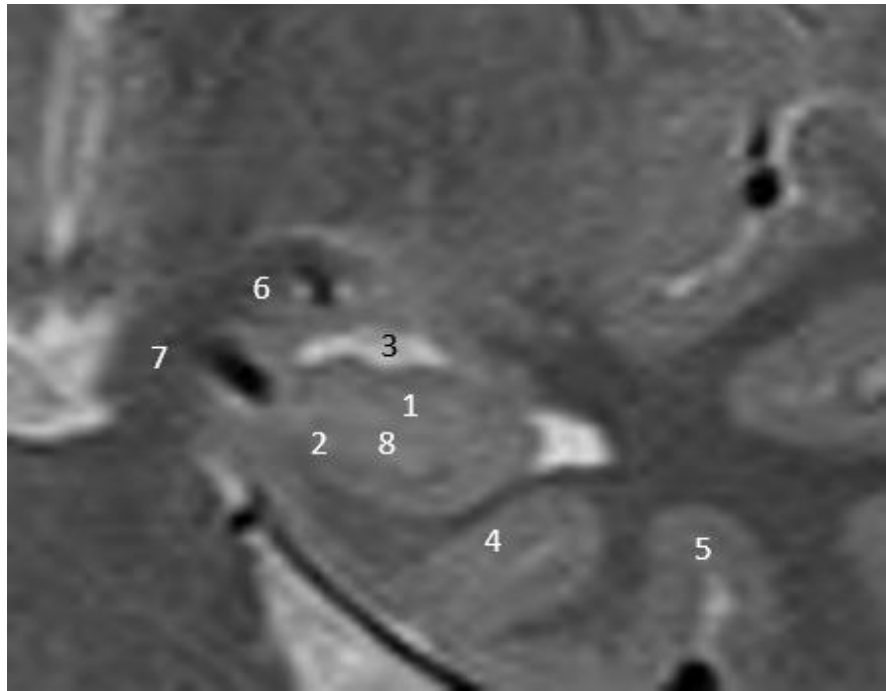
МРТ (T2 FSE fs-ВИ) Прицельное изображение левого гиппокампа на уровне головки. 1 - аммонов рог (собственно гиппокамп); 2 – subiculum (основание гиппокампа); 3 - височный рог бокового желудочка; 4- парагиппокампальная извилина; 5 - коллатеральная борозда; 6 - миндалина; 7 – uncus (крючок); 8 – uncalsulcus (борозда крючка)
